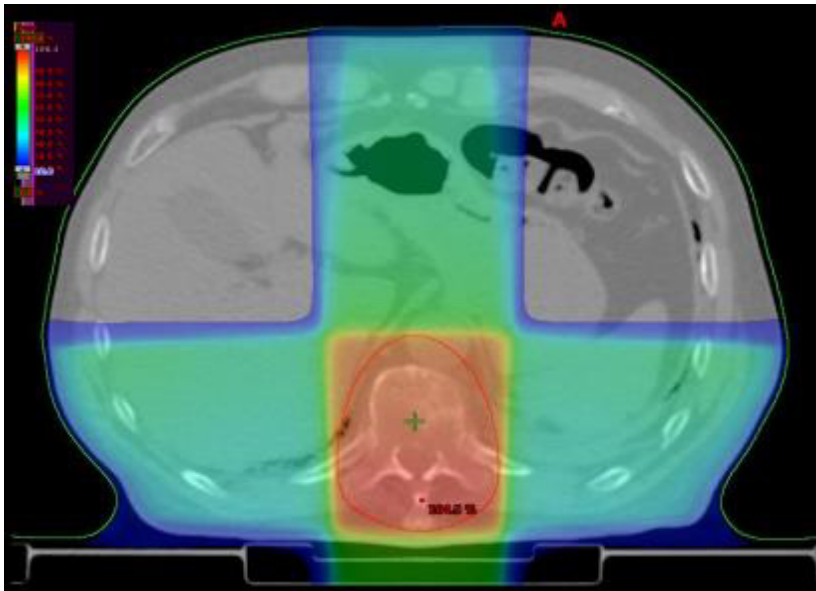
Dreidimensionale Planung der Radiotherapie zur Bestrahlung einer Knochenmetastase der Brustwirbelsäule mittels Computertomographie.
